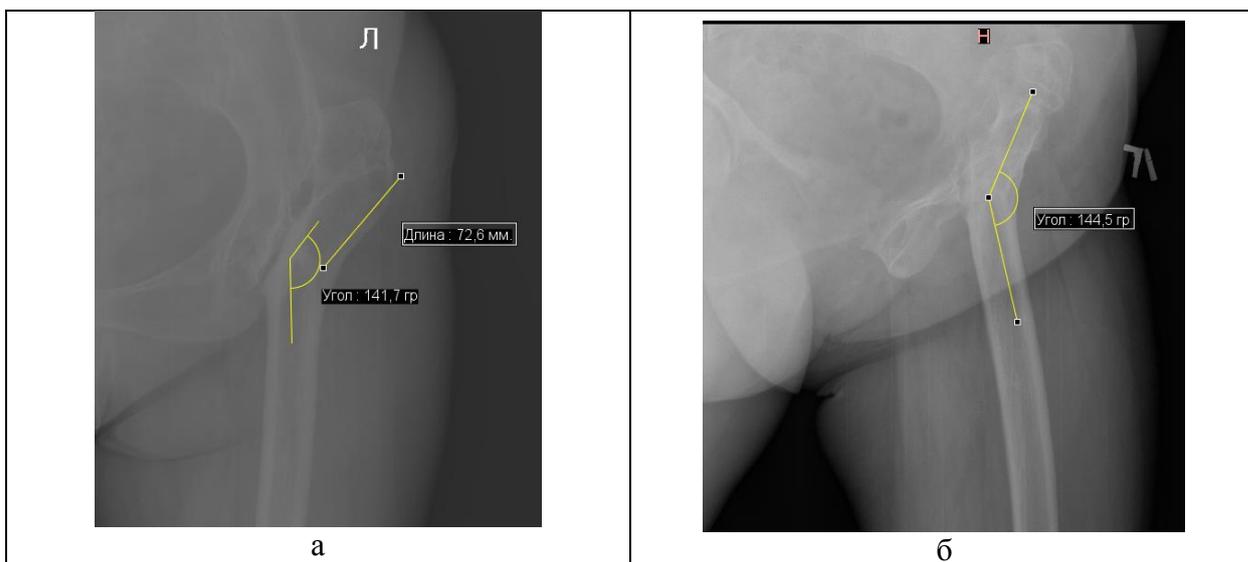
Рентгенограммы тазобедренного сустава больной К., 55 лет (история болезни № 48095). Типичный пример третьей разновидности патологии.
